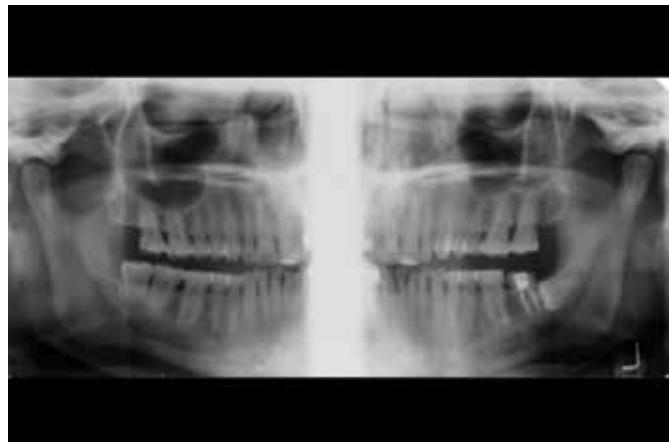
Панорамная рентгенограмма зубных рядов до начала лечения
